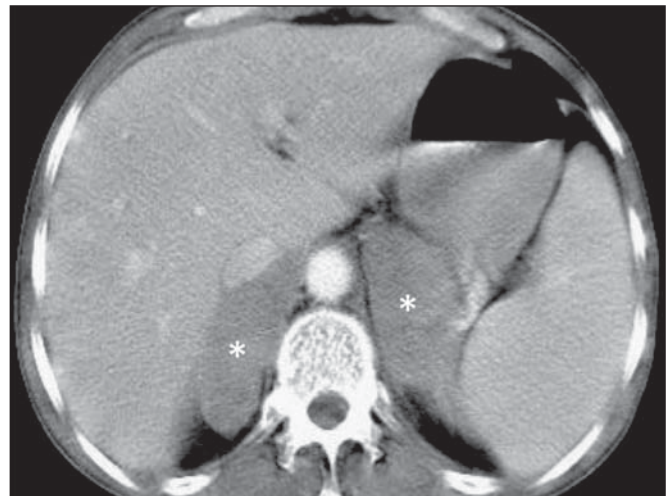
Linfoma adrenal. TC de abdome com contraste no plano axial demonstra massas nodulares homogêneas e hipovascularizadas nas glândulas adrenais (asteriscos).
